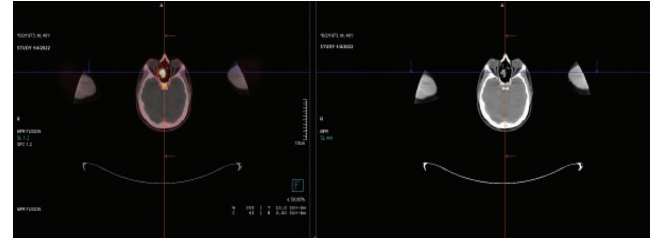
FDG PET/BT'de aksiyel görüntüler
